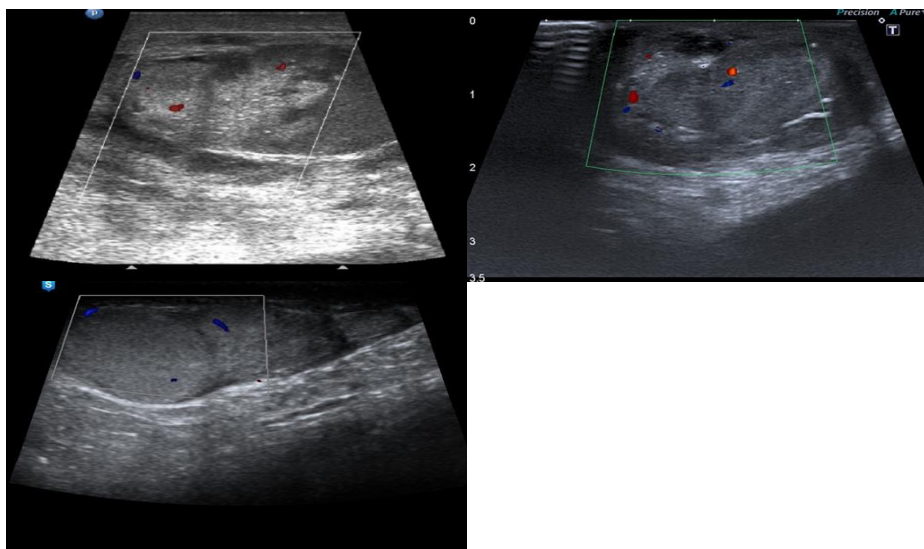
УЗИ яичка справа. А – 3 суток после травмы, Б-1 месяц после травмы, В – 6 месяцев после травмы.
